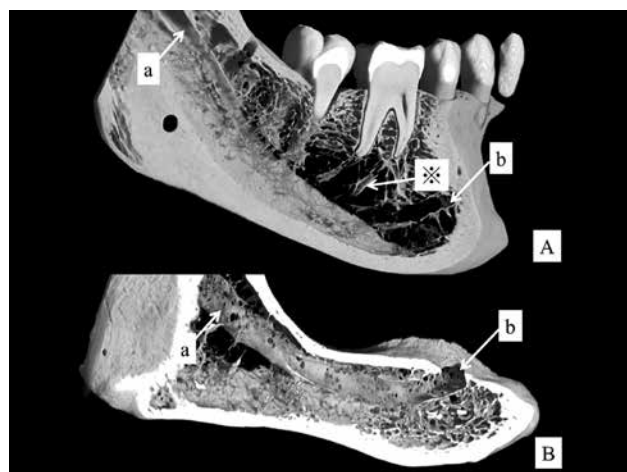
下顎管の構造変化（マイクロCTにより撮影、再構築した画像）
